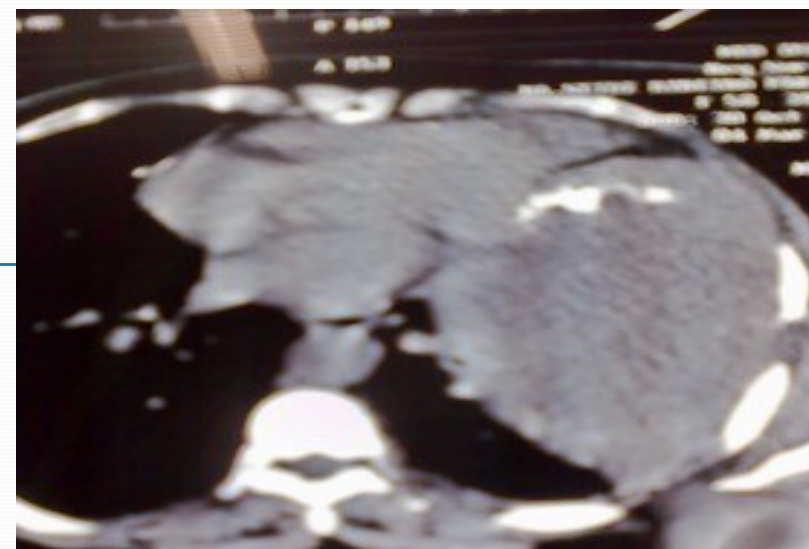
TC anterior a QT neoadjuvante
